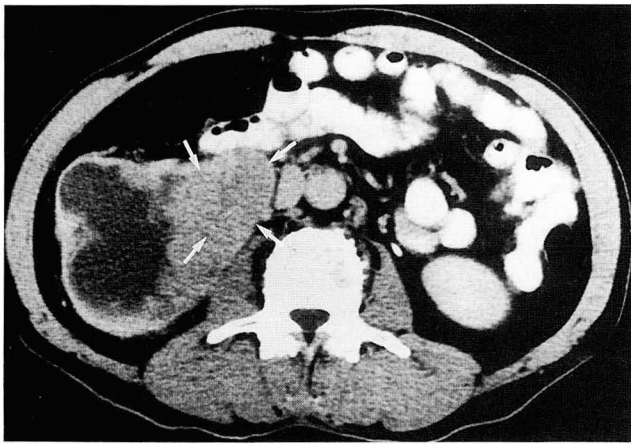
CT renal function
